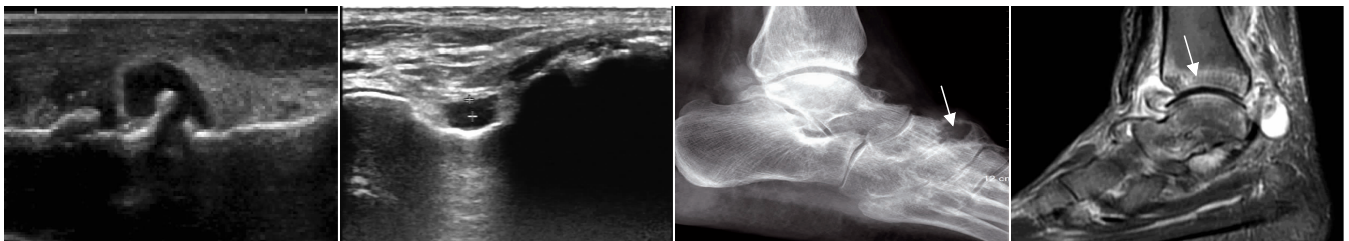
PsA 患者踝关节滑膜增厚的超声图像 图 2 PsA 患者踝关节关节腔积液的超声图像 图 3 PsA 患者踝关节骨质侵蚀的 X 线图像(箭头示关节“虫蚀样”破坏) 图 4 PsA 患者踝关节骨髓水肿的 MRI 图像(箭头示 T2 压脂高信号)
